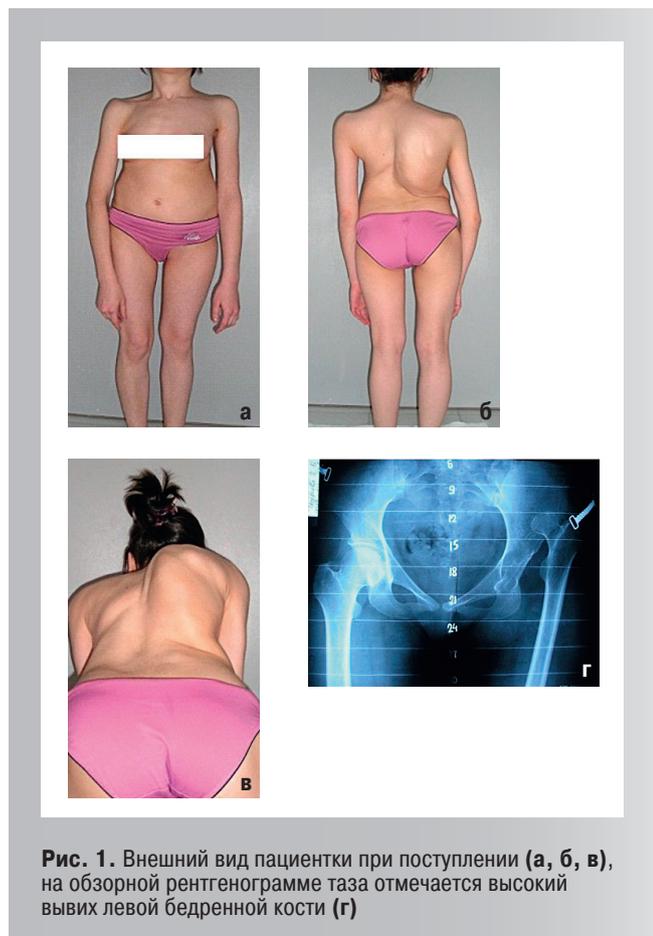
Внешний вид пациентки при поступлении (а, б, в), на обзорной рентгенограмме таза отмечается высокий вывих левой бедренной кости (г)
